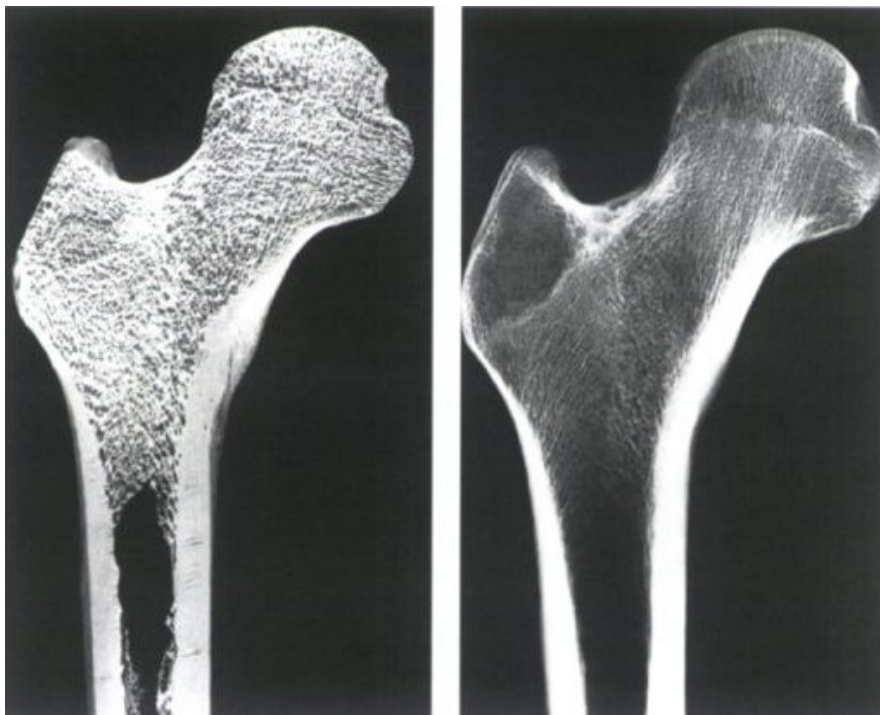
Knochenarchitektur des proximalen Oberschenkels: Links anatomischer Längsschnitt und rechts Röntgenbild (Bartl 2008, S.6).
